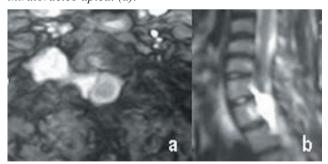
RM plano axial T2 (a) y sagital T2 (b) que muestran la lesión con señal homogéneamente hiperintensa.
